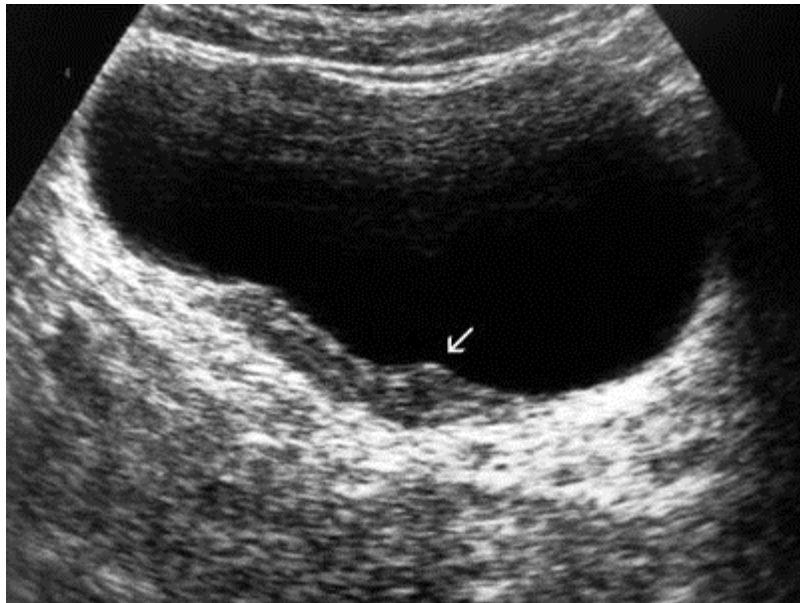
Aspect échographique d'un épaississement pariétal de la parois vésicale hypoéchogène suspect faisant évoquer une tumeur de vessie.
